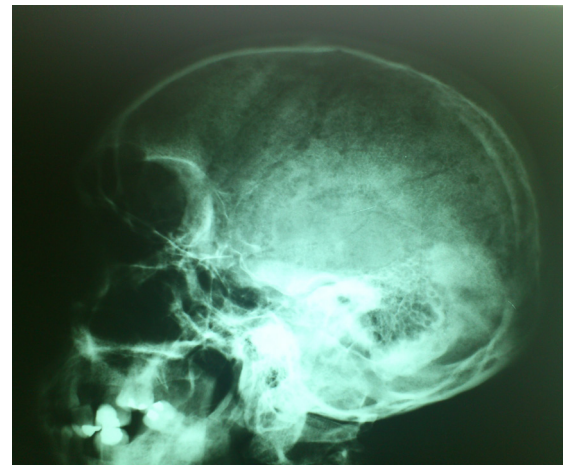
Radiografía de cráneo con lesiones líticas
